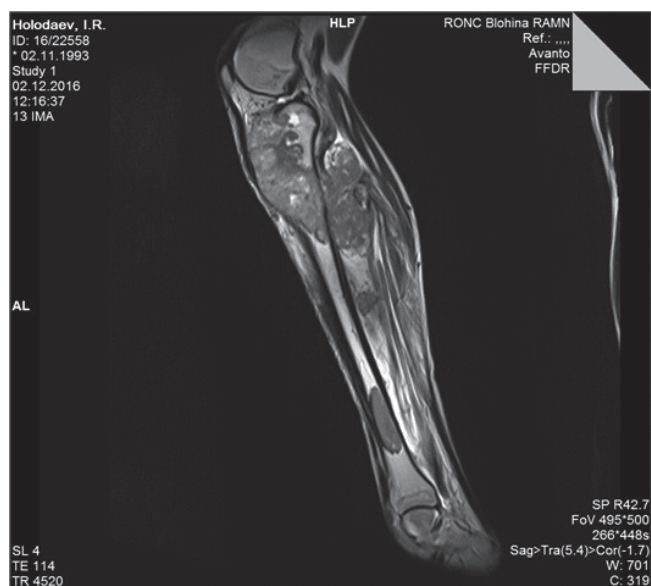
Магнитно-резонансная томография
